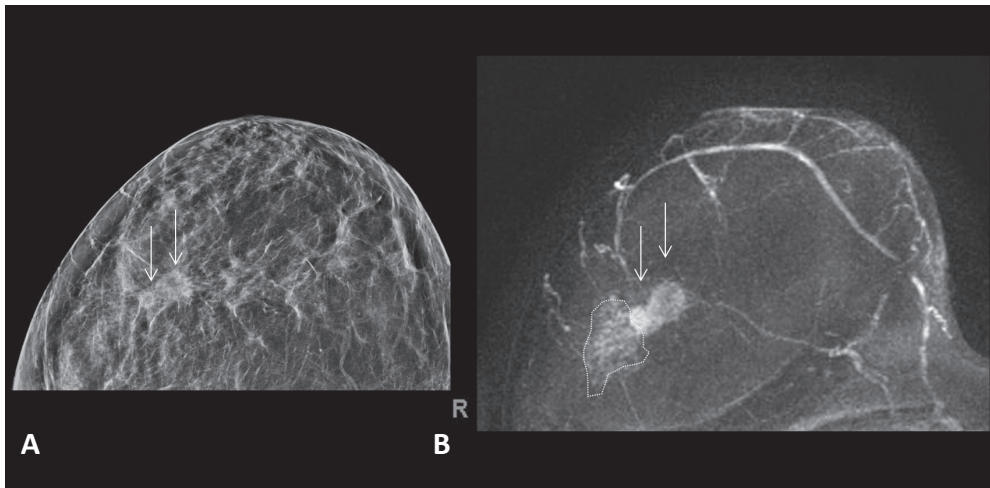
Behandlungsplanung (Operationsplanung) eines Mammakarzinoms mittels Tomosynthese *versus* MRT. (A) Tomosynthese, zeigt zwei benachbart liegende invasive Mammakarzinome. (B) Die MRT (MIP-Bild) zeigt eine zusätzliche DCIS-Komponente.
